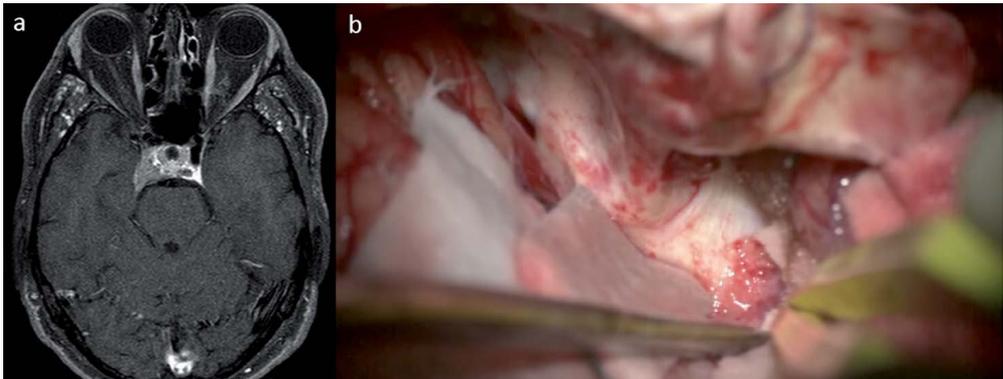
RM cerebral axial potenciada en T1 con gadolinio que muestra una lesión en la pared del seno cavernoso derecho que capta contraste.
